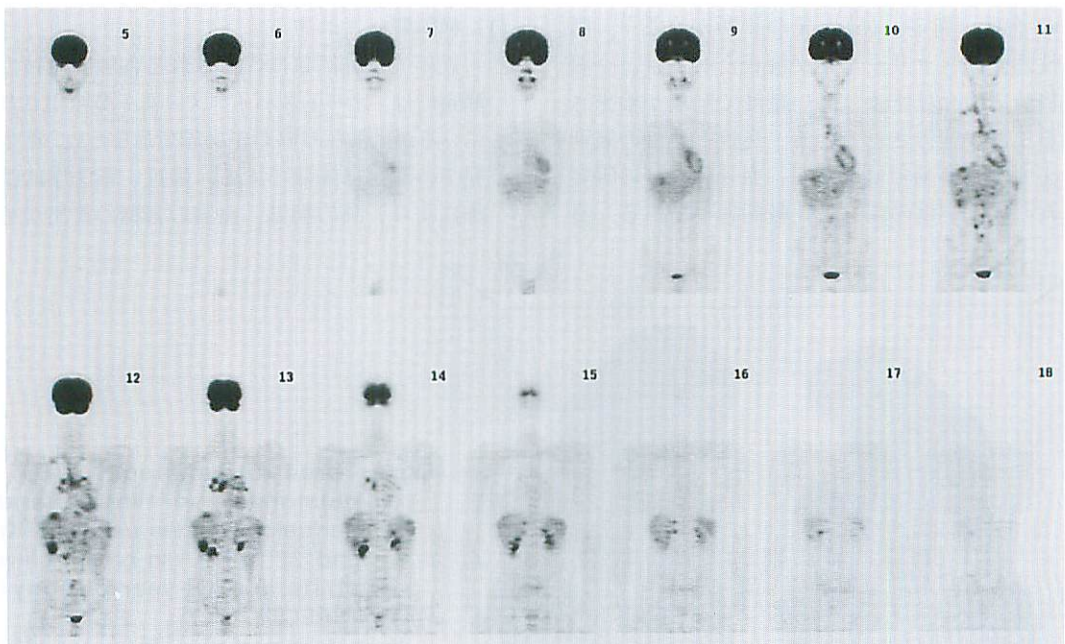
Tumor imaging in malignant lymphoma (19-year-old boy) (FDG-PET)
